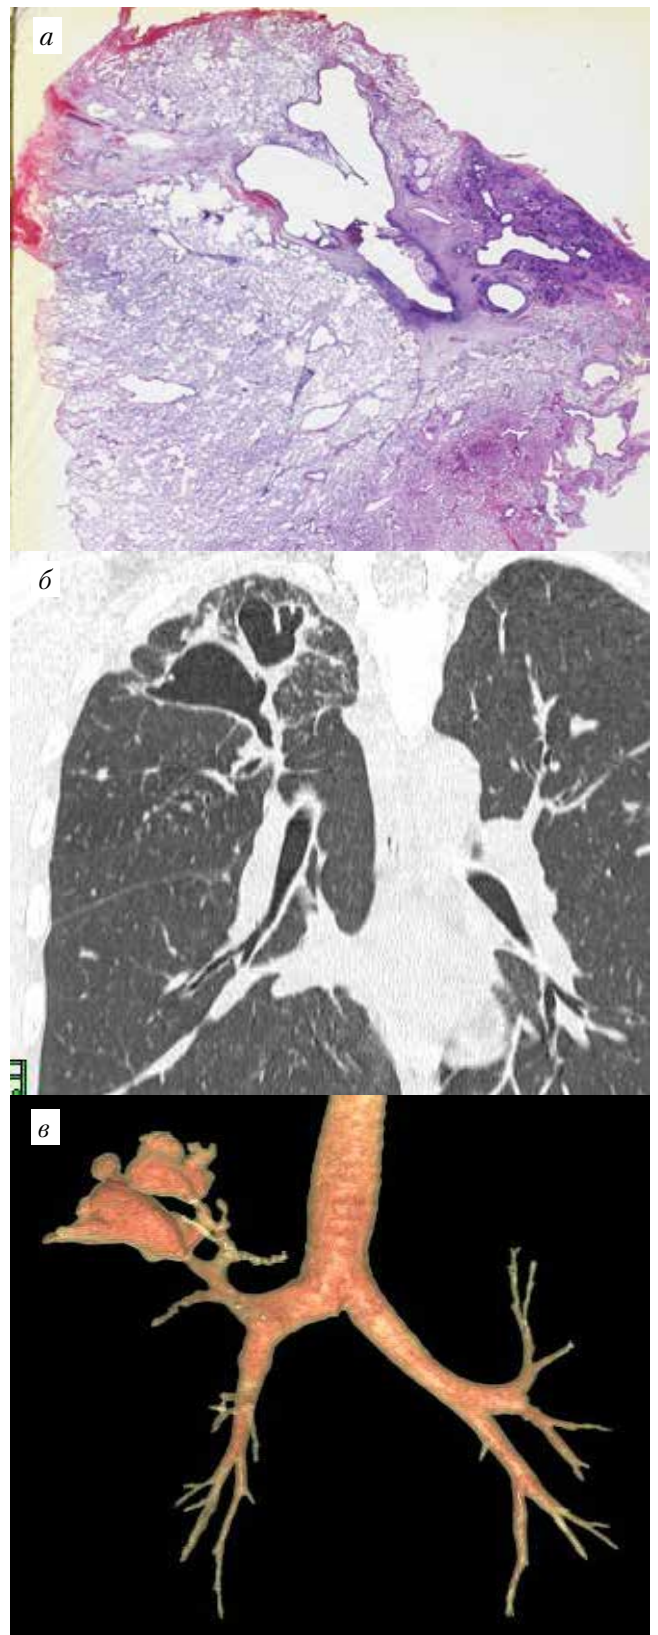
а, б, в. Распространенный ТБ бронхов с образованием множества бронхоэктатических каверн: а – гистотопограмма, б – КТ (МРР), в – слепок бронхиального дерева, реконструкция (3D Bronchus Analysis)
